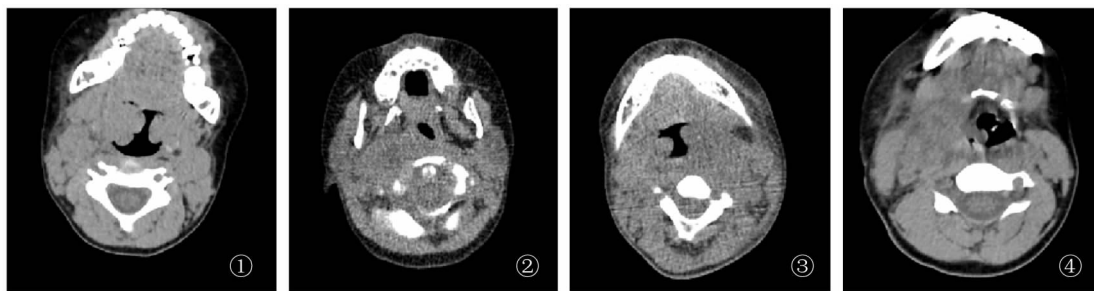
颈部增强CT检查显示右侧扁桃体周围一类圆形稍低密度影,大小约30 mm×38 mm×26 mm,病灶周围明显强化,鼻咽、口咽明显受压,右侧咽旁间隙受压 图2 颈部CT检查显示右侧咽旁及咽后壁软组织增厚,中心区密度更低,咽腔受压变窄 图3 颈部CT螺旋扫描显示咽后间隙及左侧咽旁间隙模糊,可见边界不清软组织影 图4 颈部增强CT显示右侧颈部软组织肿胀,累及右侧咽旁间隙及咽后间隙,气管受压左移,伴多个淋巴结肿大,枢椎齿状突左偏
